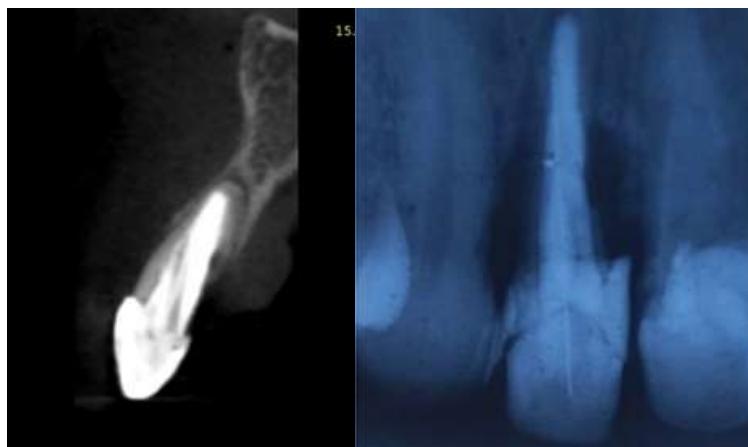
Tomografía y radiografía perapical
